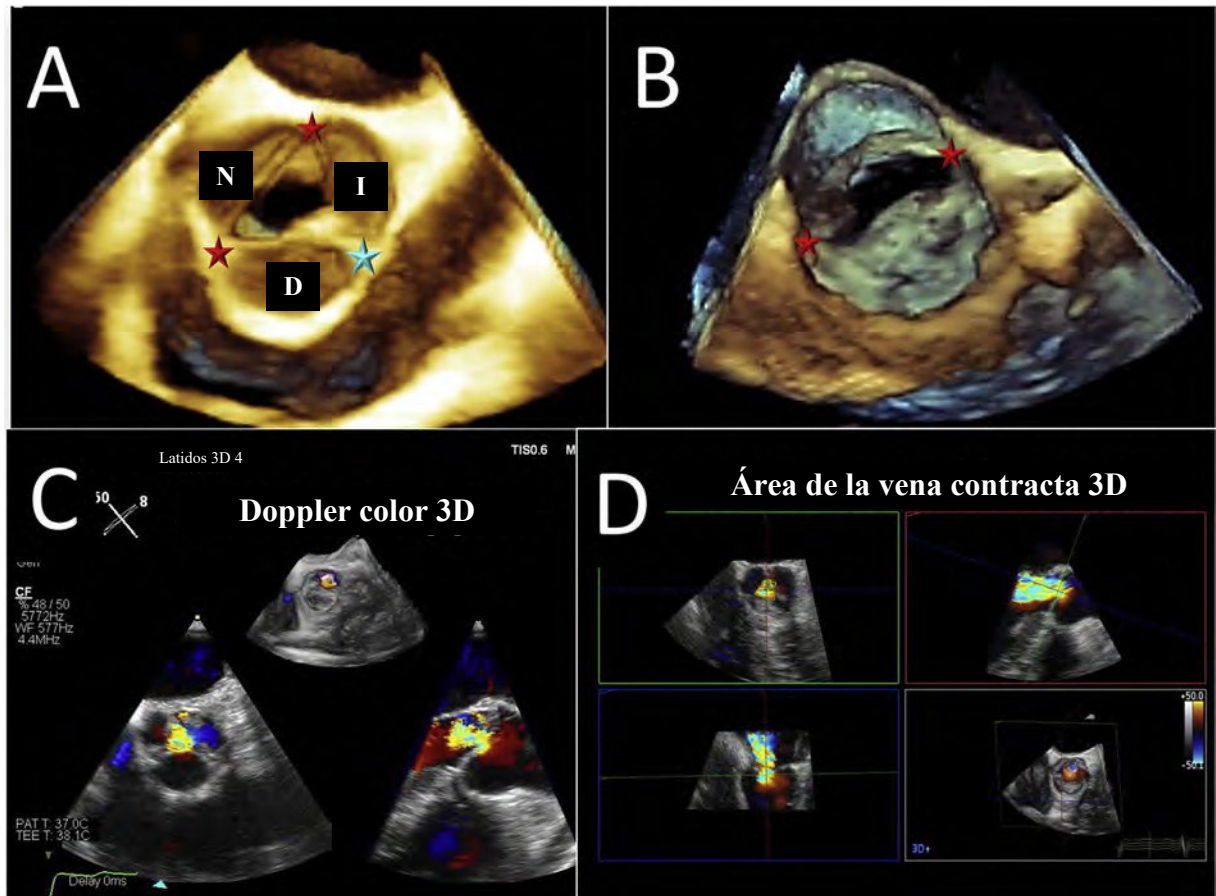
Patología de la VA bicúspide tridimensional. En las imágenes 3D producidas de un VA bicúspide, el panel A tiene dos comisuras (*estrellas rojas*) con un rafe (*estrella azul*), mientras que la válvula del panel B no tiene rafe. El panel C muestra un conjunto de datos de volumen de Doppler color 3D de latidos múltiples que puede utilizarse para cuantificar el área de la vena contracta regurgitante con reconstrucción multiplanar (D). *I*: seno coronario izquierdo; *N*: sano no coronario; *D*: seno coronario derecho.
